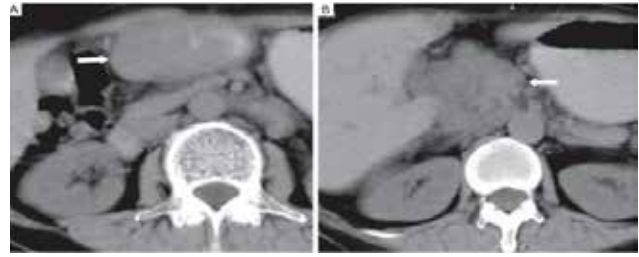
КТ органів черевної порожнини: жінка, 62 р.; первинна лімфома шлунка. А – субепітеліальна маса в антральному відділі шлунка; В – регіонарна лімфоаденопатія
